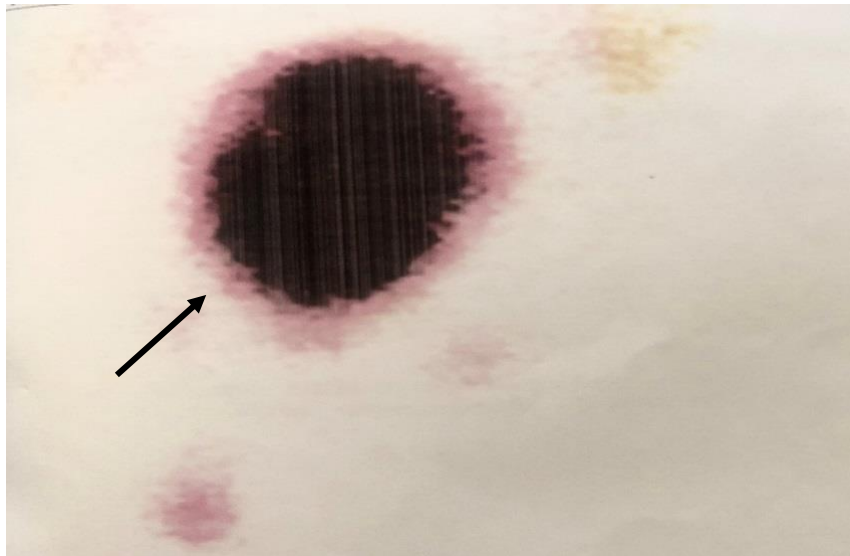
Сцинтиграфия щитовидной железы с технецием (^{99m}Tc): на снимке определяется крупный гиперфункционирующий очаг (указан стрелкой), характерный для остаточной ткани щитовидной железы
